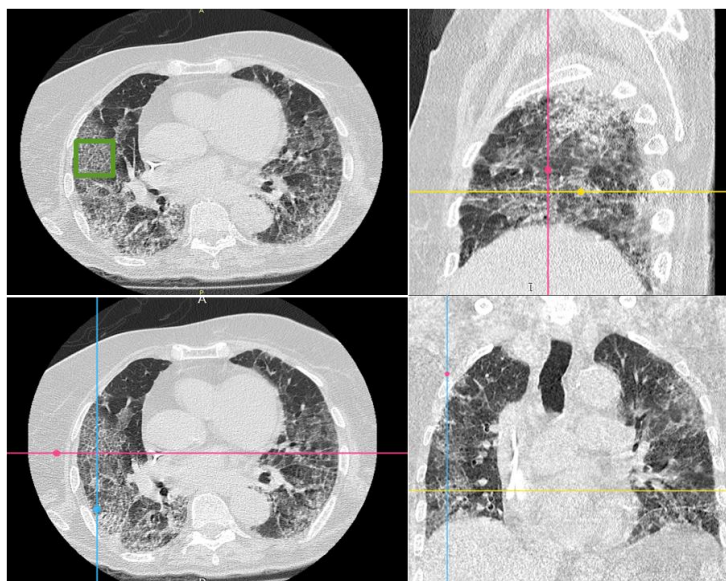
Разметка КТ-изображений с использованием мультипланарных реконструкций («бульжная мостовая»)
